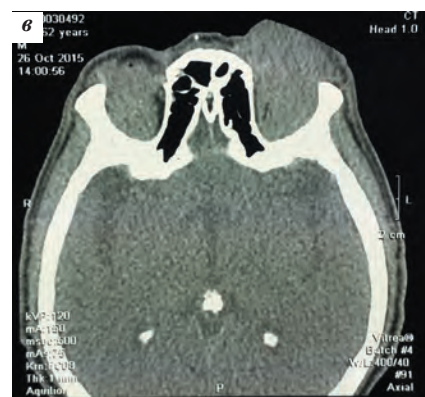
Больной 58 лет. Диагноз: MALT-лимфома орбиты и конъюнктивы обоих глаз: а — общий вид; б — поражение конъюнктивы; в — компьютерная томограмма в аксиальной проекции
